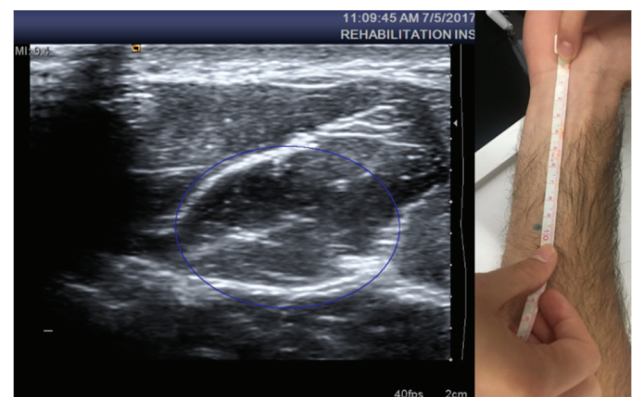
Equipo de ultrasonidos utilizado para la localización de cada músculo registrado
